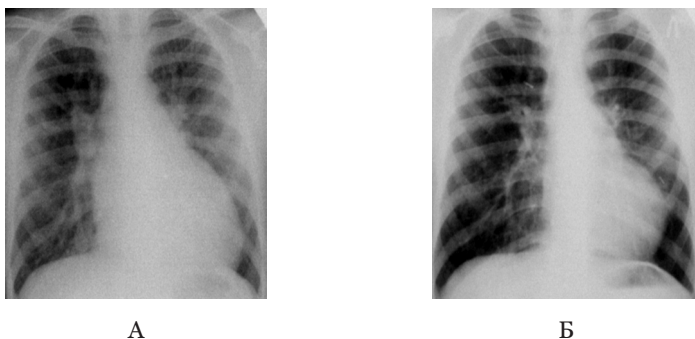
Рентгенологическая картина легких и сердца до (А) и после коррекции (Б) ДМЖП
